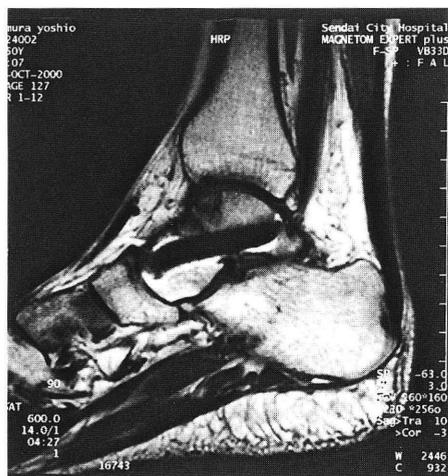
MRI (T2強調矢状断)で、距骨関節軟骨直下に骨壊死と思われる低信号域が認められる
